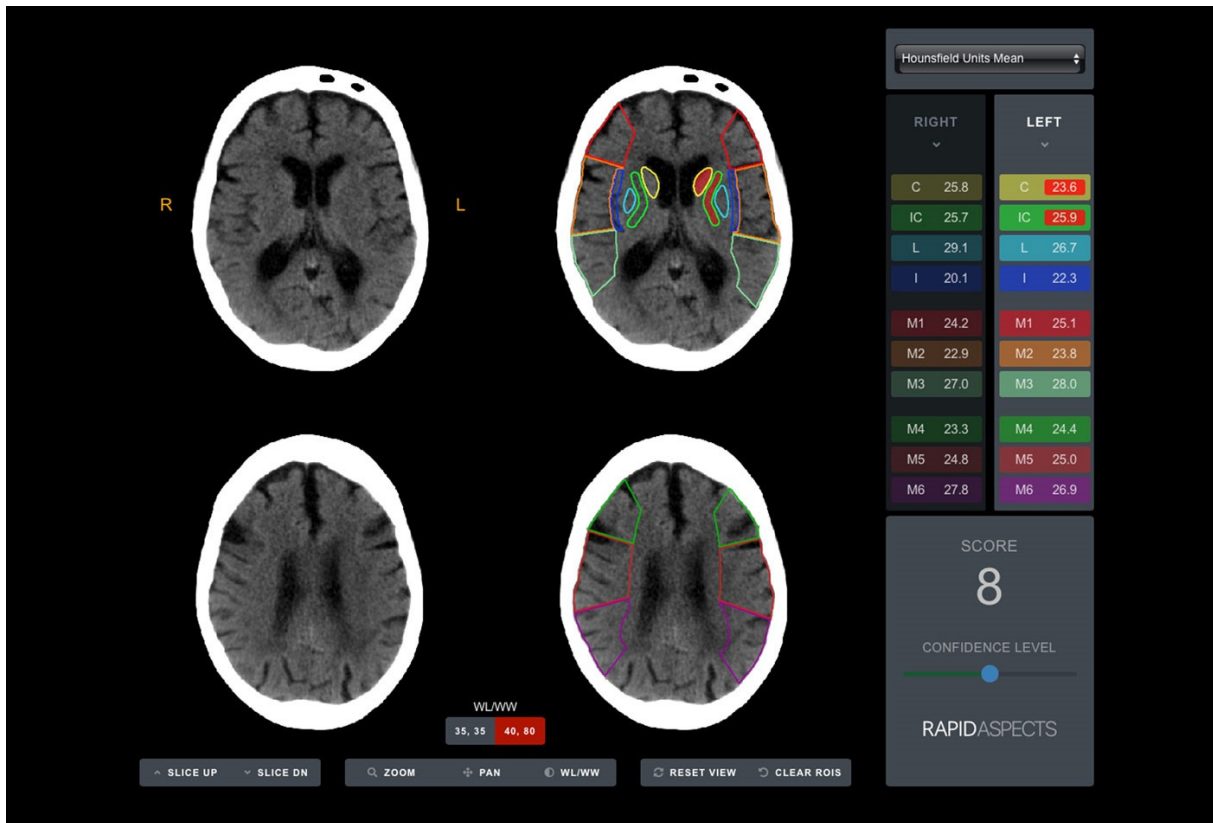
RAPID ASPECTS anhand eines Patienten mit akutem Mediainfarkt links. RAPID erkennt Hypodensitäten im linken Nucleus caudatus und der Capsula interna.
